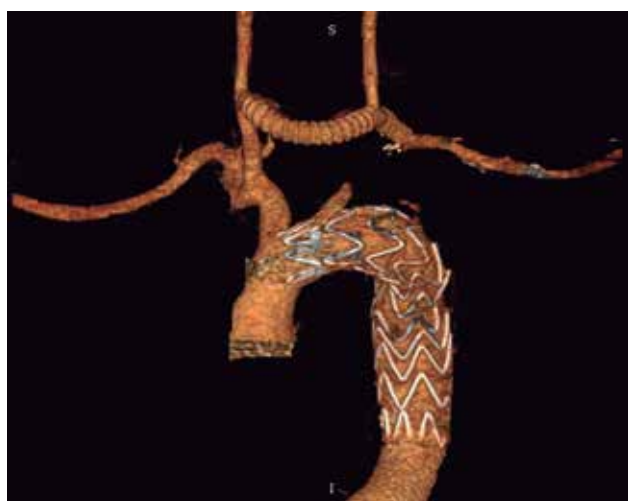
3D-реконструкция КТ-аортографии через 6 месяцев после операции. См. на стр. 131.
